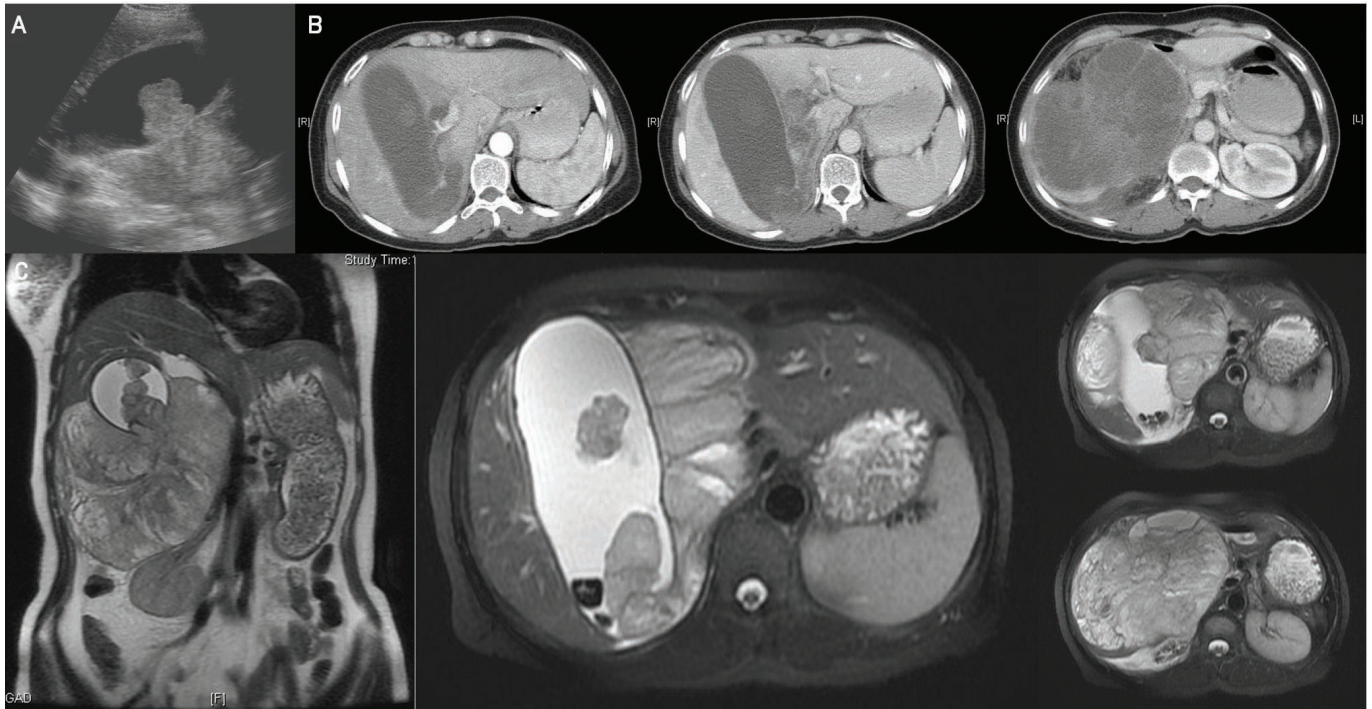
Estudo imagiológico efetuado – A) Ecografia abdominal; B) CT abdominal; C) RMN abdominal
